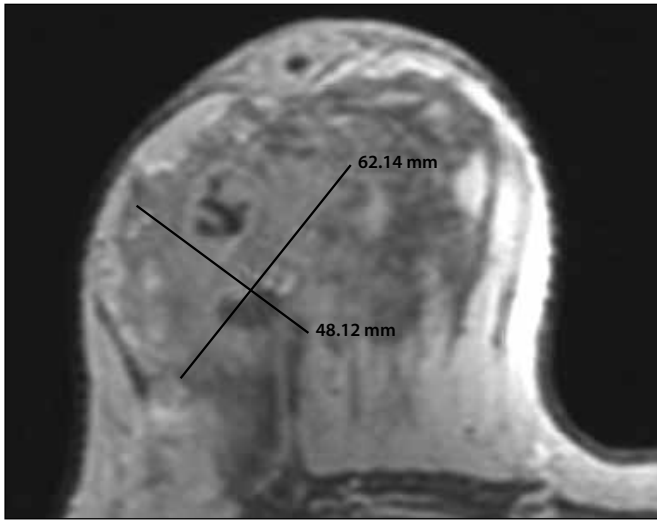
Magnetic resonance imaging of the breast before treatment
